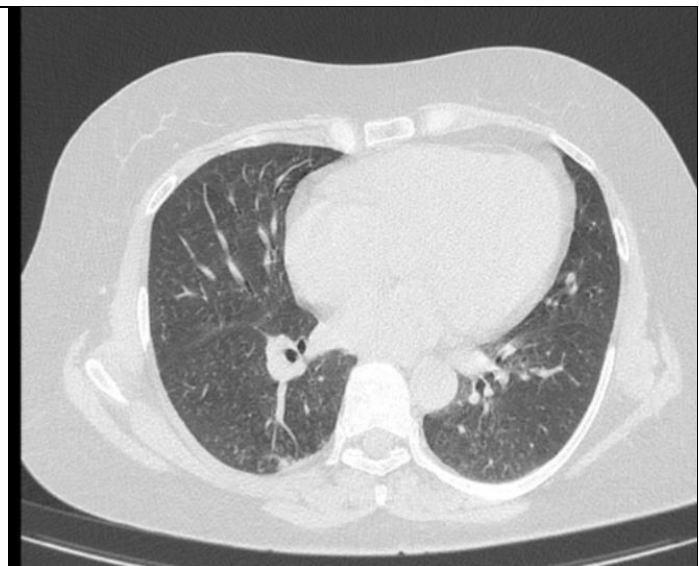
КТ ОГК от 21.11.2025: инфильтративный туберкулез в фазе рассасывания и уплотнения с малыми остаточными изменениями
